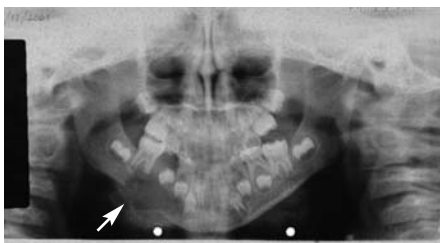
Ortopantomografia realizada na 2ª consulta, onde é possível observar o aumento marcado nas dimensões da lesão osteolítica da mandíbula (seta).
